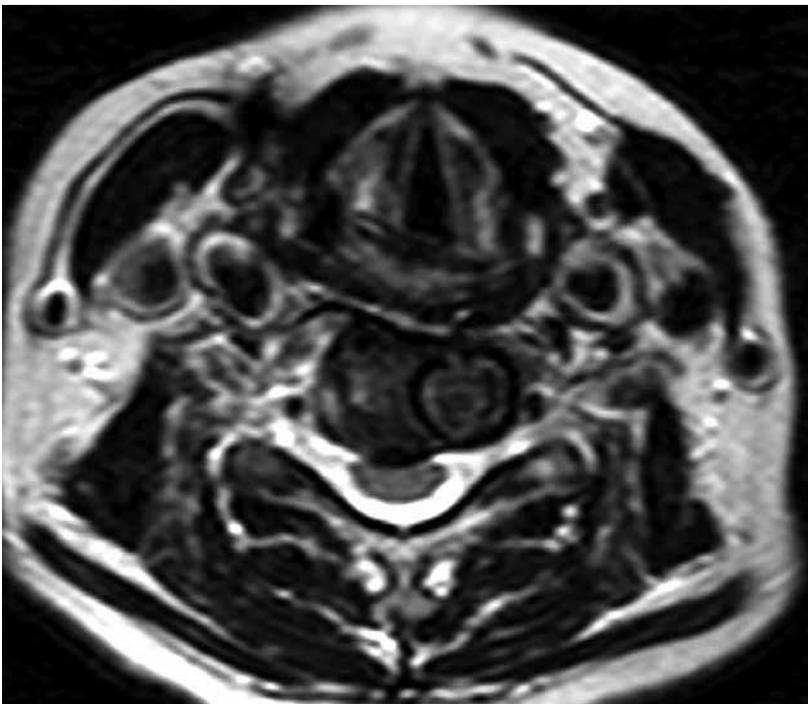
Resonancia magnética, corte axial, después del trauma. ◀
